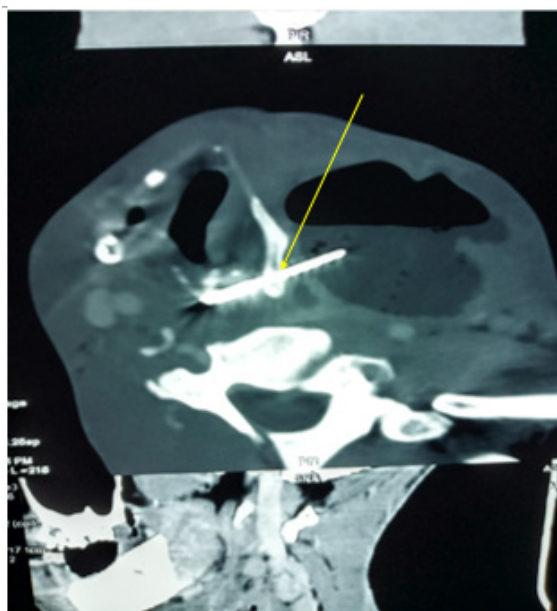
Axial cervical injected CT scan showing the foreign body
